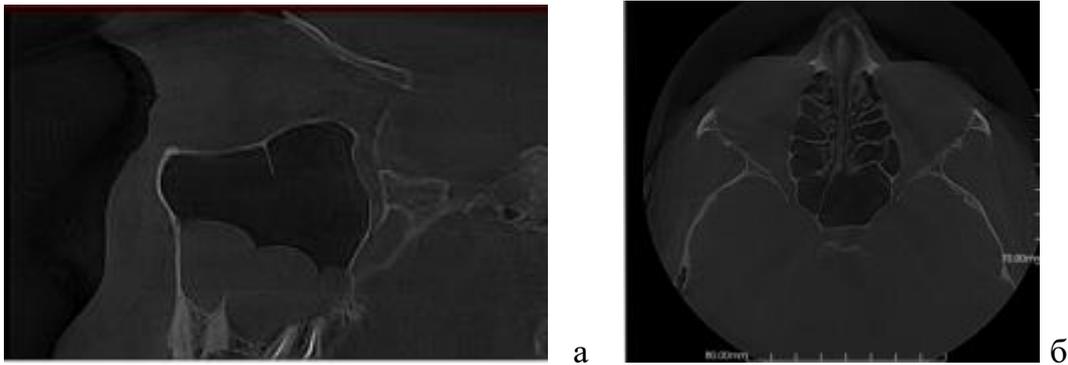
а - компьютерная томография околоносовых пазух (сагиттальная плоскость), срез через левую ВЧП, визуализируются кистозные разрастания слизистой; б - компьютерная томография околоносовых пазух (аксиальная плоскость), утолщение слизистой оболочки решетчатого лабиринта
